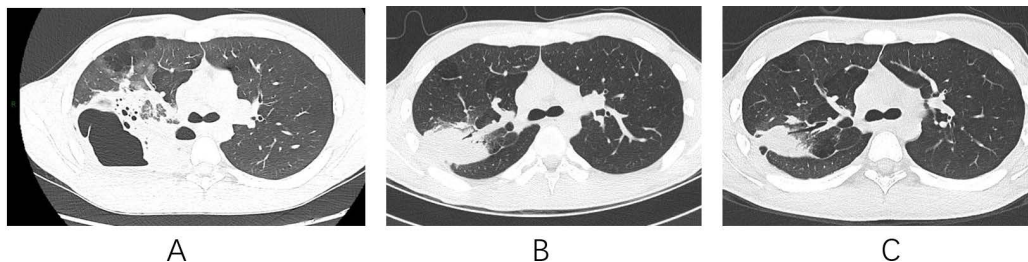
Chest CT images of patients before treatment (A), 1 month after treatment (B), and 2 months after treatment (C)
